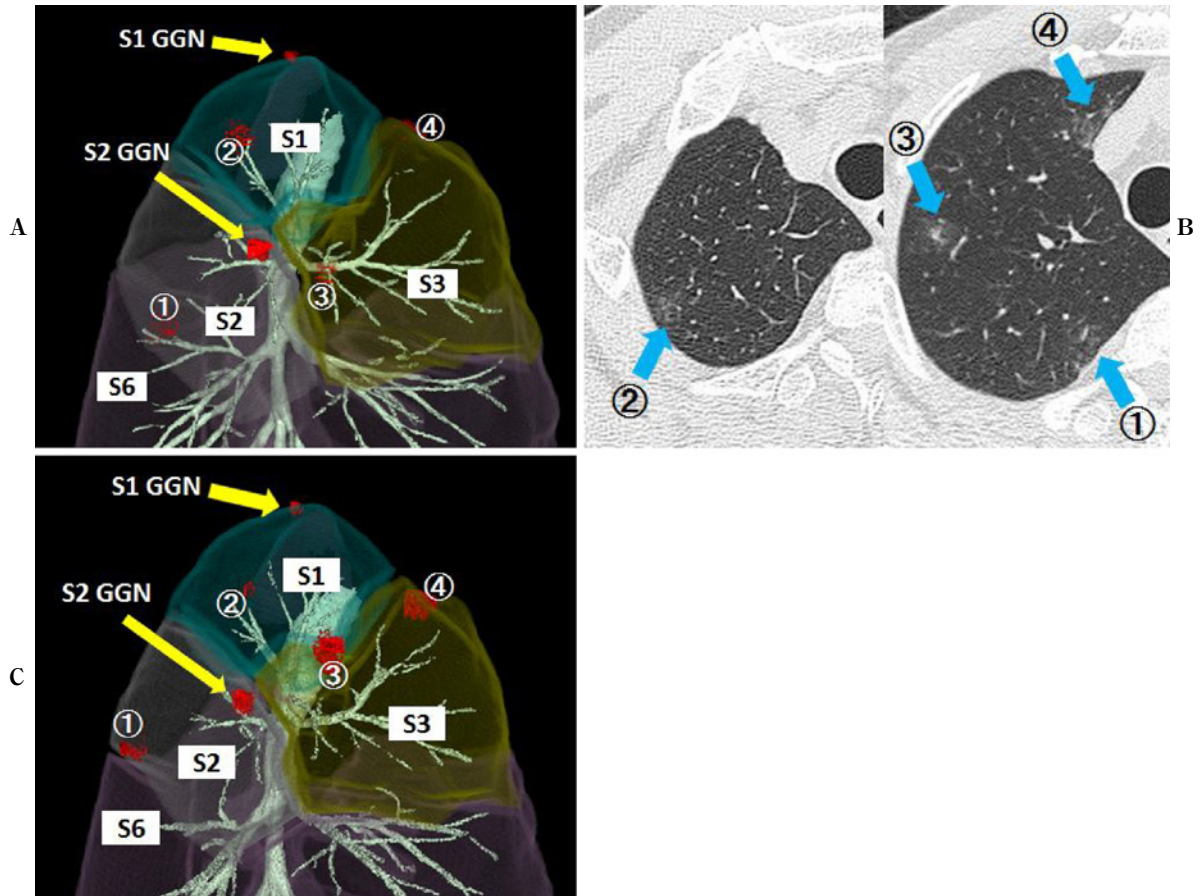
A: Pre-VAL-MAP 3D-CT image showed four markings (1-4) on the right upper lobe around the two ground-glass nodules. B: Post-VAL-MAP CT image clearly showed four markings (1-4) as new areas of ground-glass opacity with bronchial dilation. C: Post-VAL-MAP 3D-CT image showed four markings (1-4) with positions similar to those observed on the Pre-VAL-MAP 3D image.
